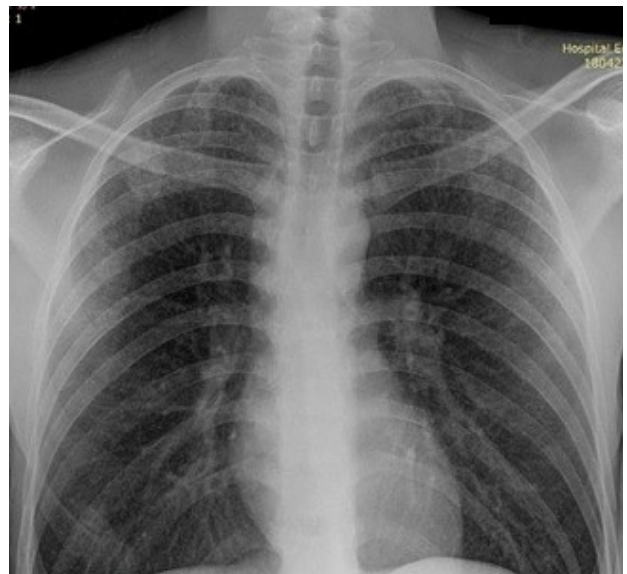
Radiografía de tórax con patrón miliar. Nódulo pulmonar apical derecho.
